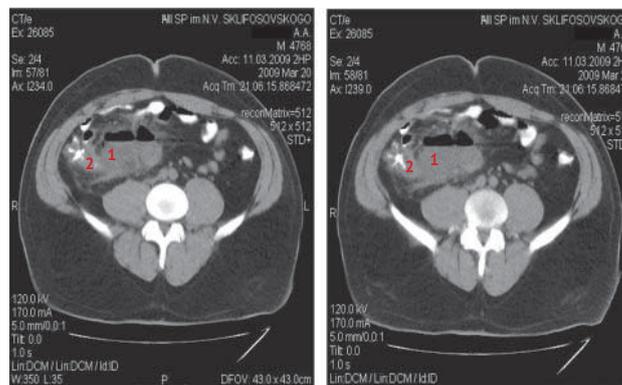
Компьютерное томографическое изображение послеоперационного абсцесса брюшной полости
